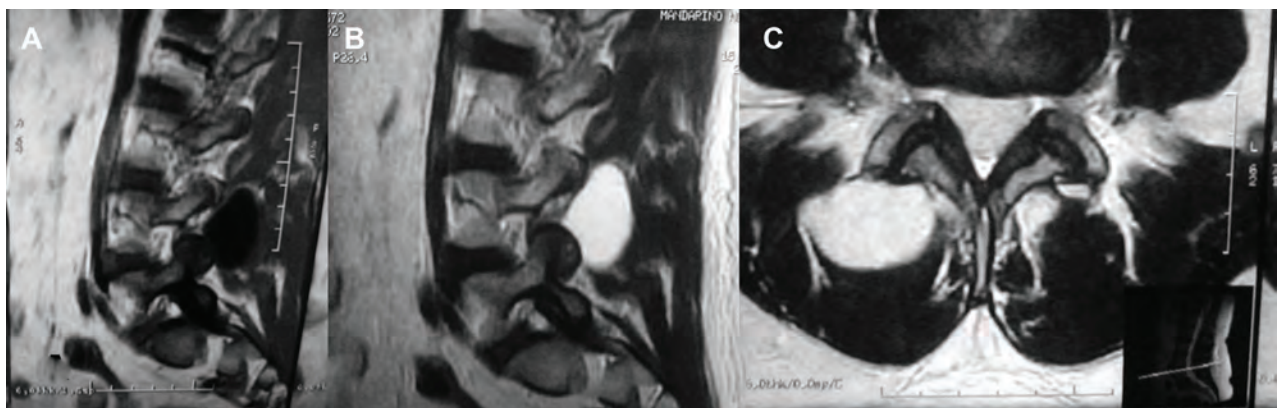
RMN: lesión de aspecto quístico a nivel de L4. A y B, plano sagital en secuencias T1 y T2. C, plano axial T2.
